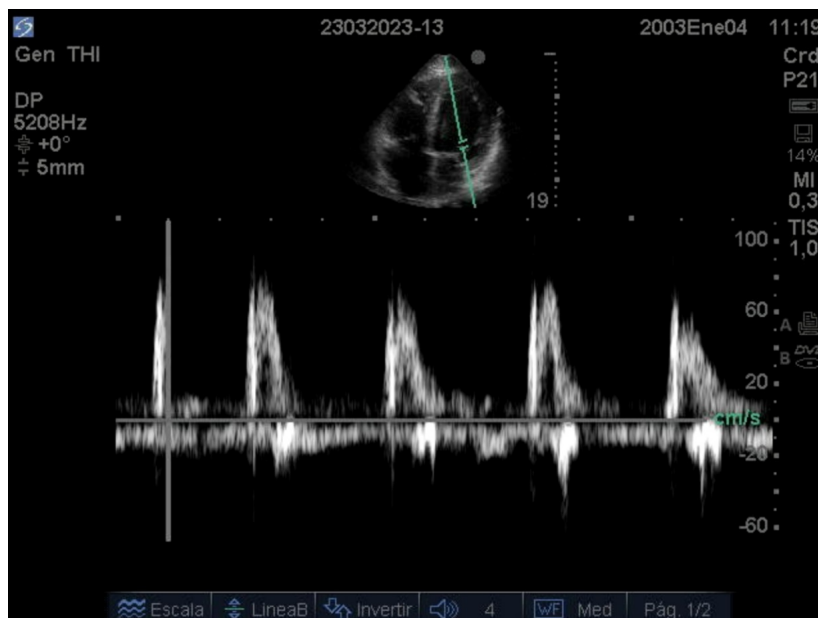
Ecocardiografía con una sonda sectorial con doppler pulsado. Apical 4 cámaras. Onda E del flujo transmitral mayor que la onda A.
